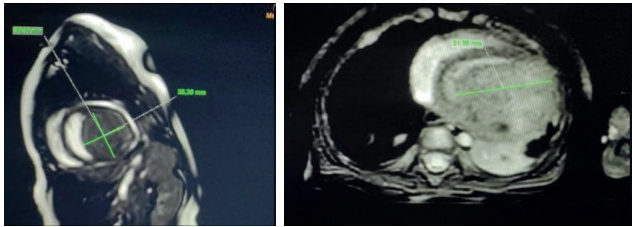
МРТ сердца. Опухоль занимает практически весь объем левого желудочка, без обструкции выходного тракта.
